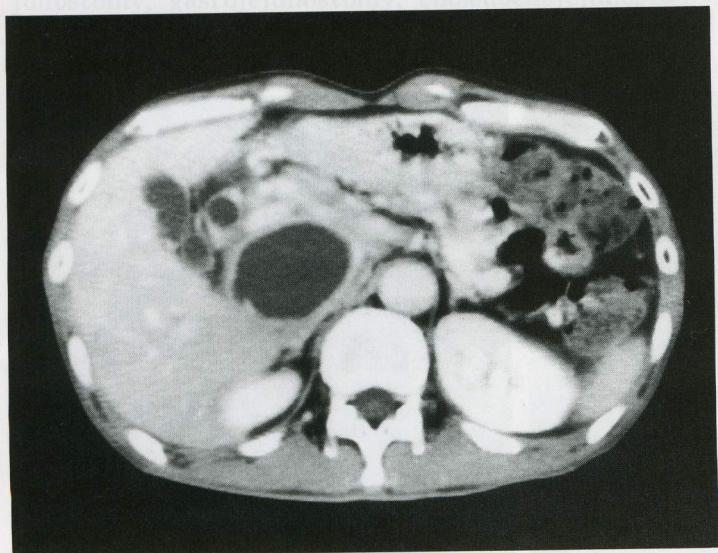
CT scan shows oval-shaped low density lesion in pancreatic head portion.
